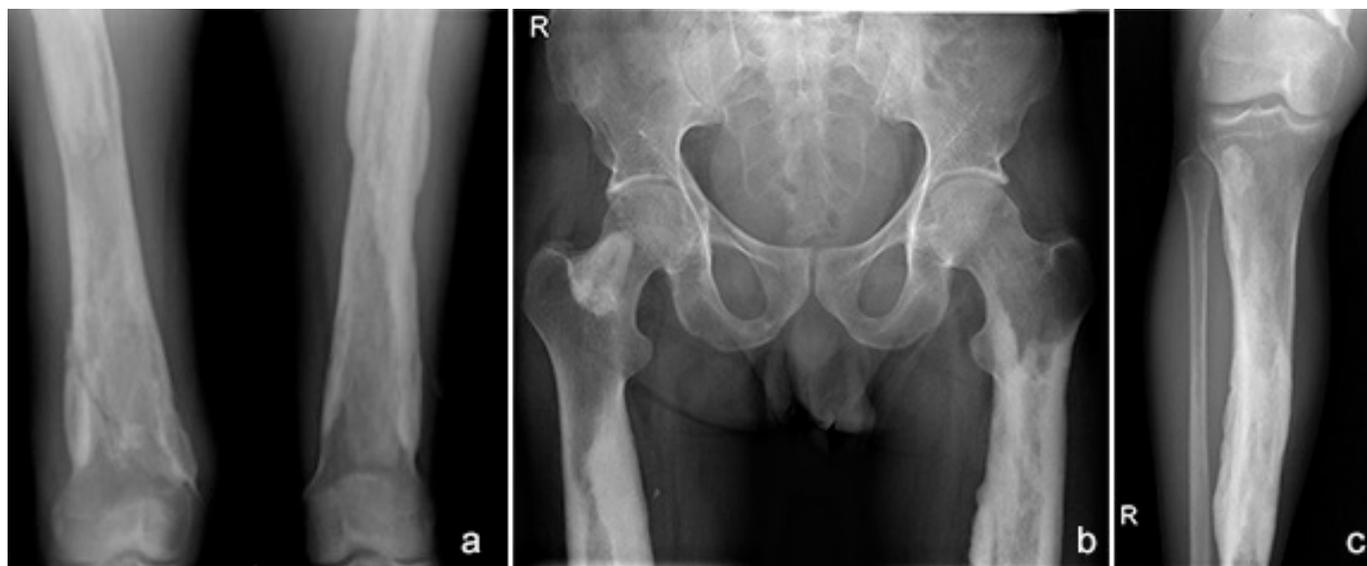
Imagens de radiografia, demonstrando a fratura supracondiliana (a), bem como as alterações ósseas características da doença de Camurati-Engelmann a nível dos ossos longos (b) (c).
